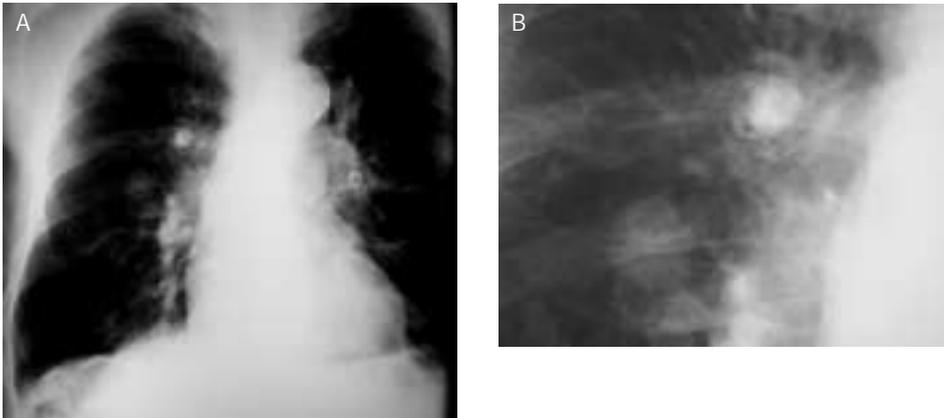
Hipertensión arterial pulmonar por enfisema. La radiografía PA y localizada demuestra un calibre de la arteria por encima del doble del bronquio acompañante.
